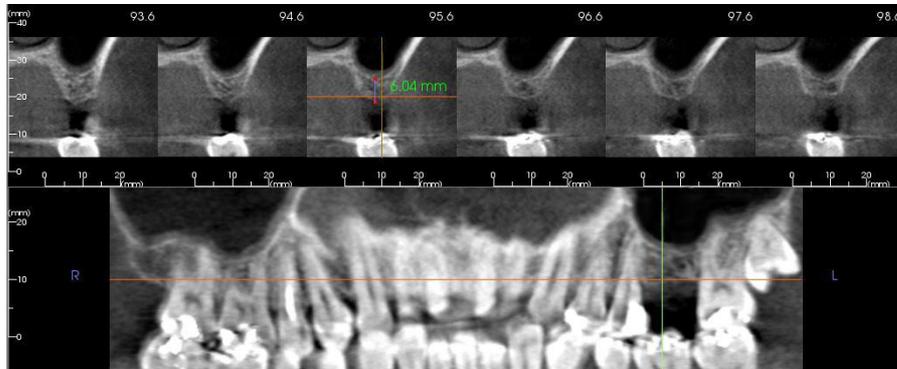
B. Valoración radiológica inicial mediante TC.
